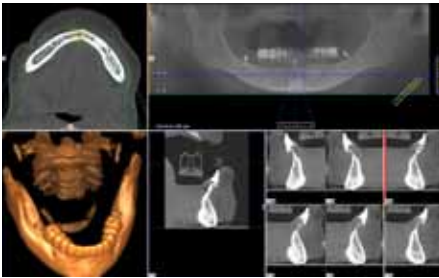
Digitale Volumentomographie (iCAT) mit der nach prothetischen Gesichtspunkten idealisierten Scanschablone. Hier kann die prothetische Planung mit der anatomischen Situation in Korrelation gebracht werden.
